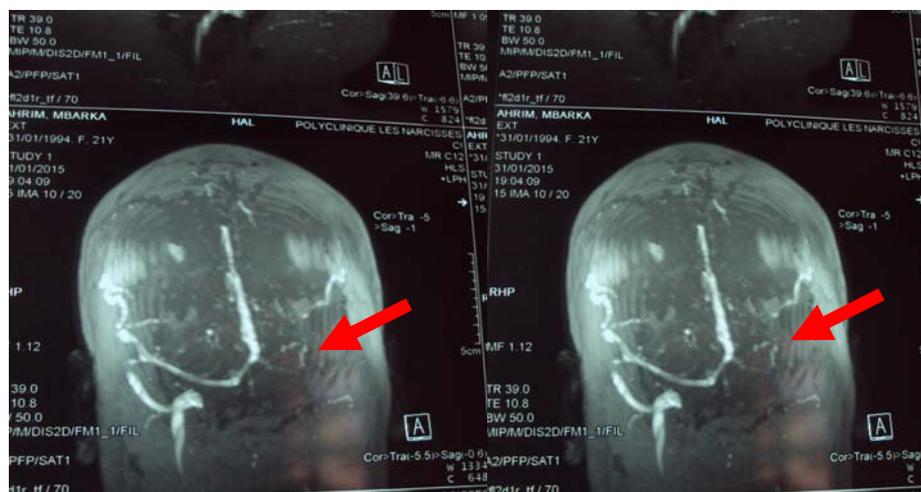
Angio IRM en faveur d'une thrombose du sinus latéral gauche.
